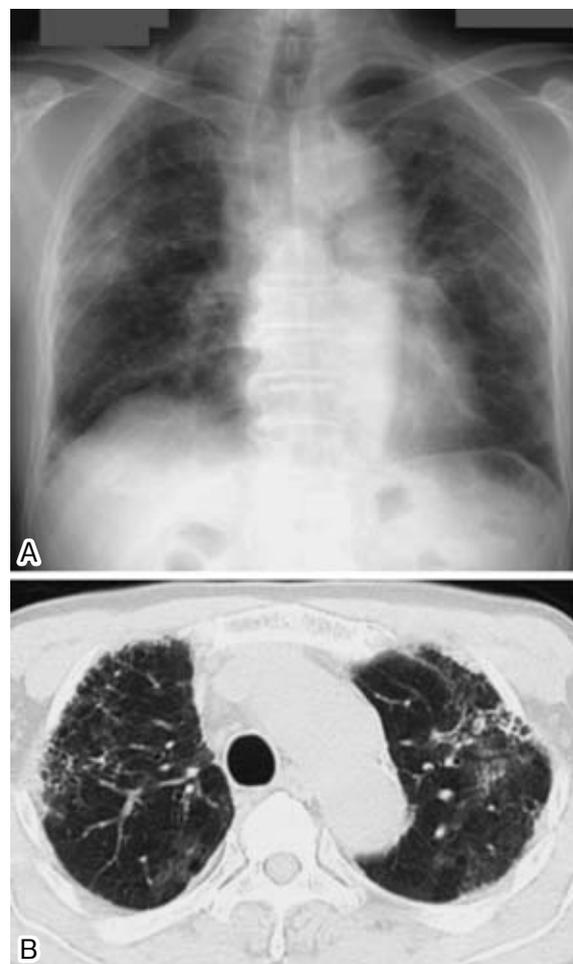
Case 3. (A) Chest radiograph on admission, showing infiltrative shadows in the right middle lung field and ground-glass opacities bilaterally. (B) CT scan, showing subpleural small cysts and ground-glass attenuation in both upper lobes.
